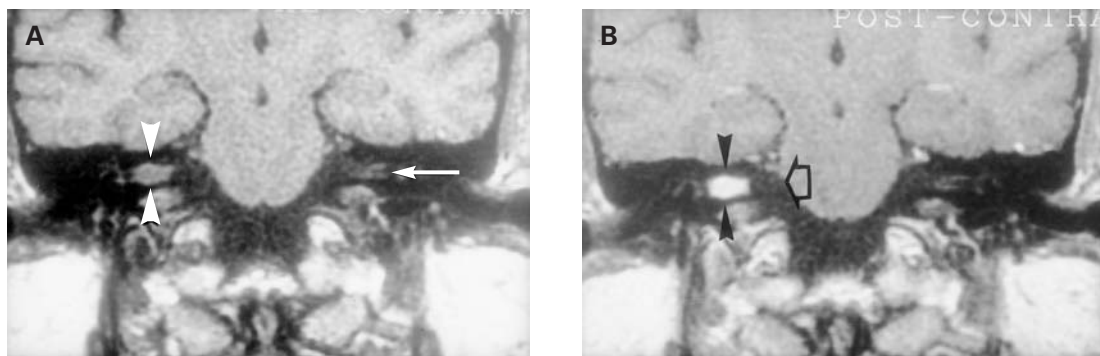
Neurinoma intracanalicular del VIII par. RM T₁ coronal. A: sin contraste. Lesión (puntas de flechas) de señal intermedia que ocupa el CAI. Compárese con el lado sano, donde los elementos neurales superiores e inferiores están separados por una franja negra (flecha), que corresponde a la cresta falciforme. B: con contraste. La lesión (puntas de flechas) se ha reforzado intensamente. Puede apreciarse la cisterna del APC (flecha vacía) que está libre.
